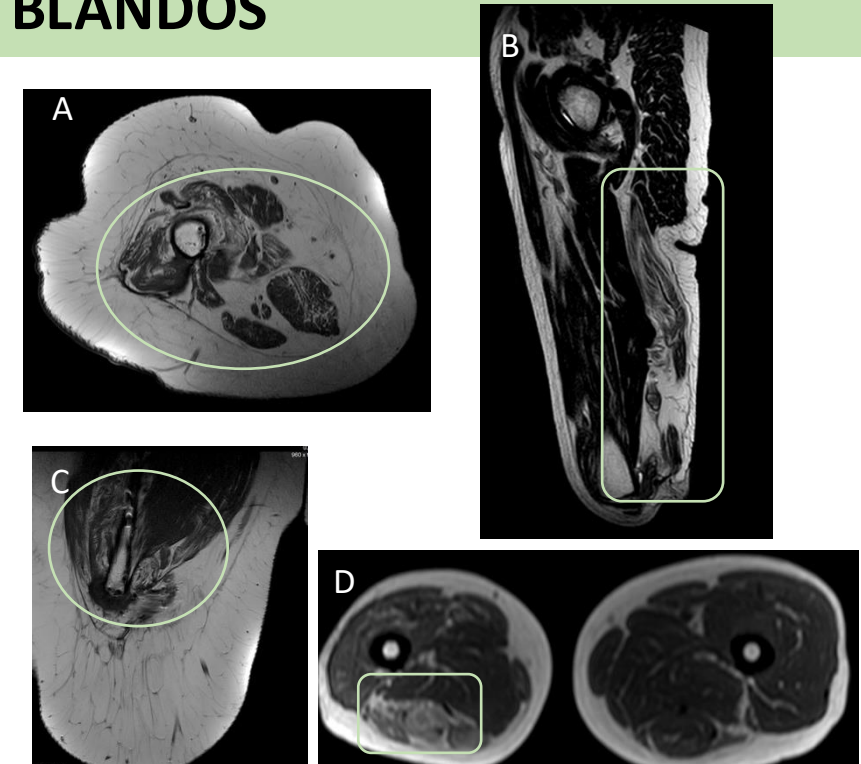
RM T2, cortes axiales (A, D) y sagitales (B, C), que demuestran atrofia del compartimento femoral posterior (cuadrado) , así como perimuñón (círculo) en relación con la miodesis.
